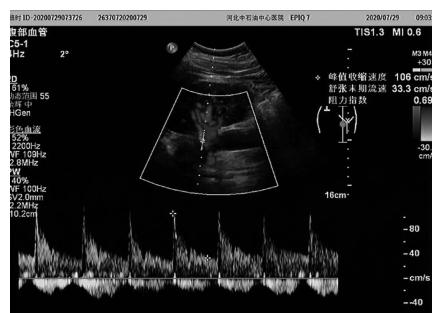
典型 CIN 患者 RRI 的彩色多普勒超声诊断图
